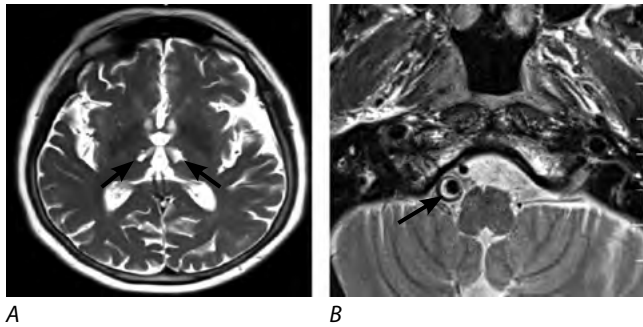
МРТ головного мозга в режиме T2.
